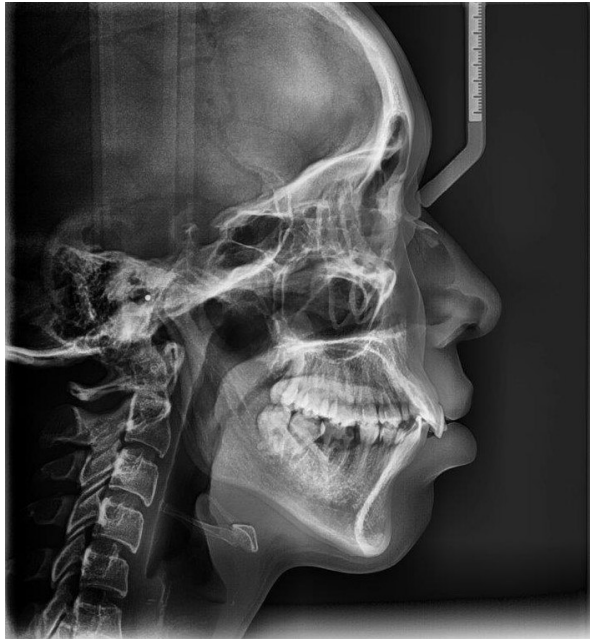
Ejemplo del tipo de radiografía utilizada para el desarrollo de este trabajo.
